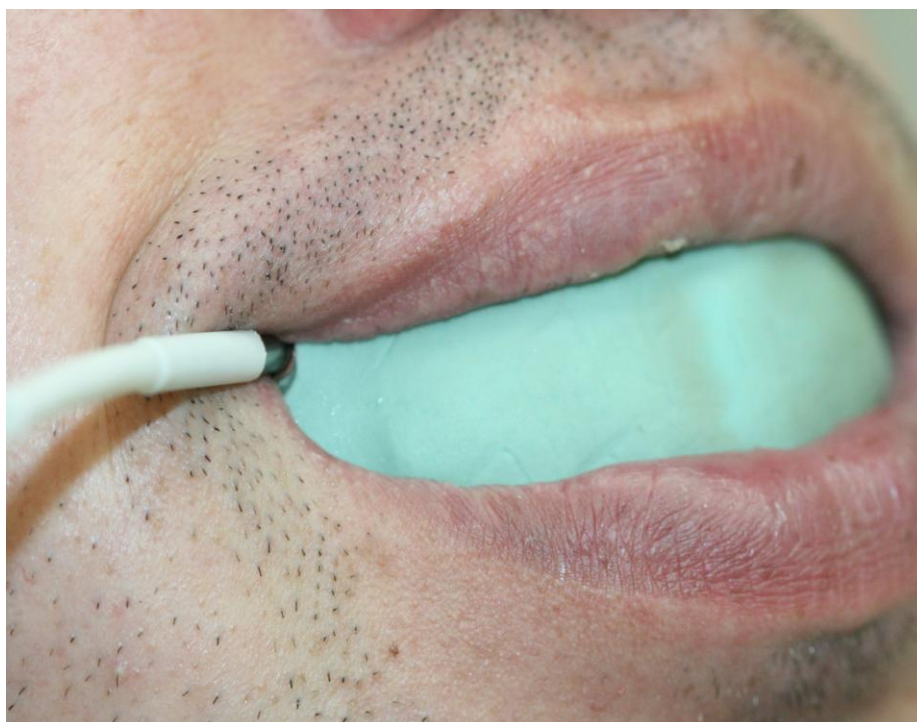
(b.) Pacient B. aplicarea sondei laser-Doppler în CB pentru înregistrarea LDF – gramelor.
